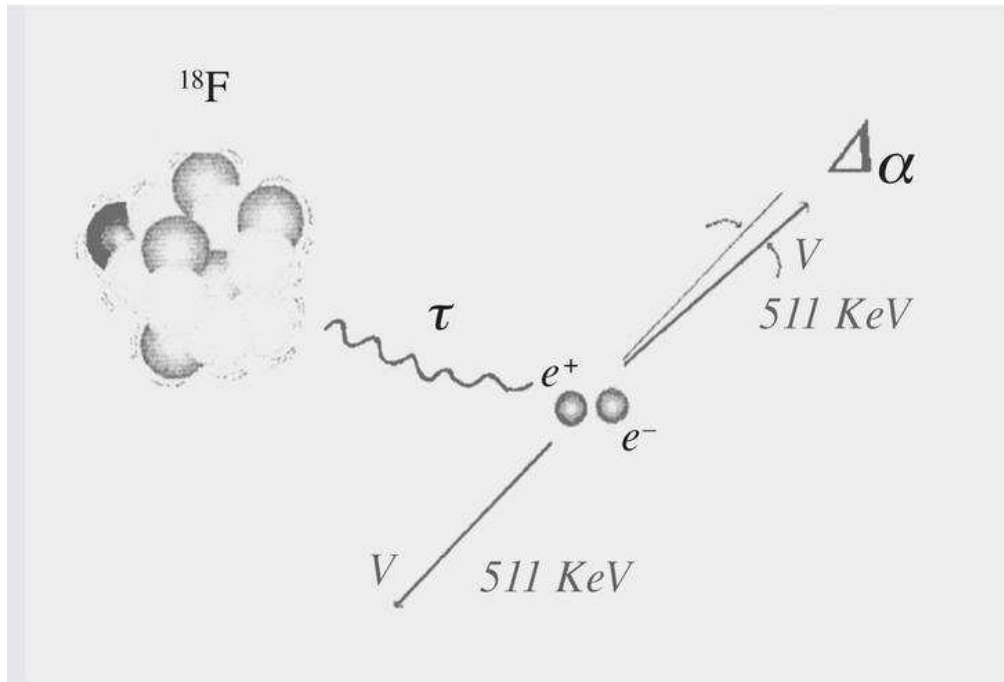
El error implícito en las coordenadas de las LOR's a causa del recorrido del positrón antes de aniquilarse y de la no perfecta colinealidad de los fotones gamma, limitan la resolución máxima del mejor PET a algo más de 2 mm.
